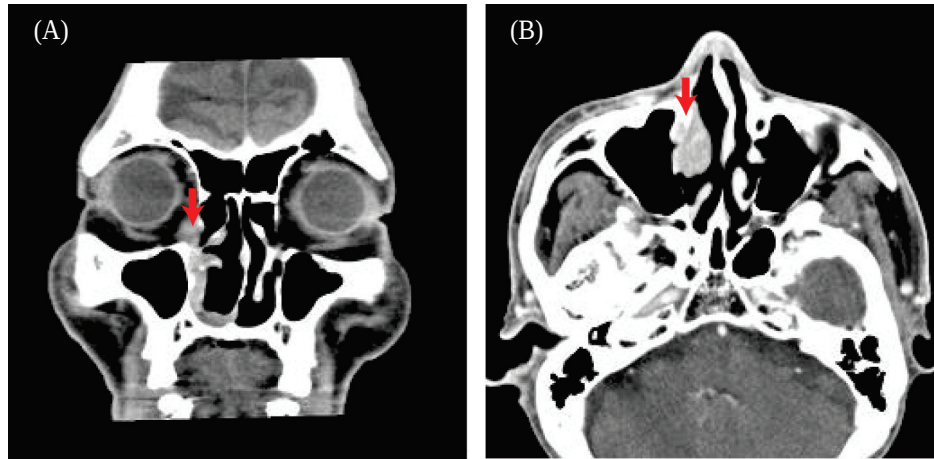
Computed tomography of paranasal sinuses. The right nasolacrimal sac and duct, closed to periorbita and inferior meatus, were filled with a ill-defined hyperdense mass (arrow). A : coronal view, B : axial view
